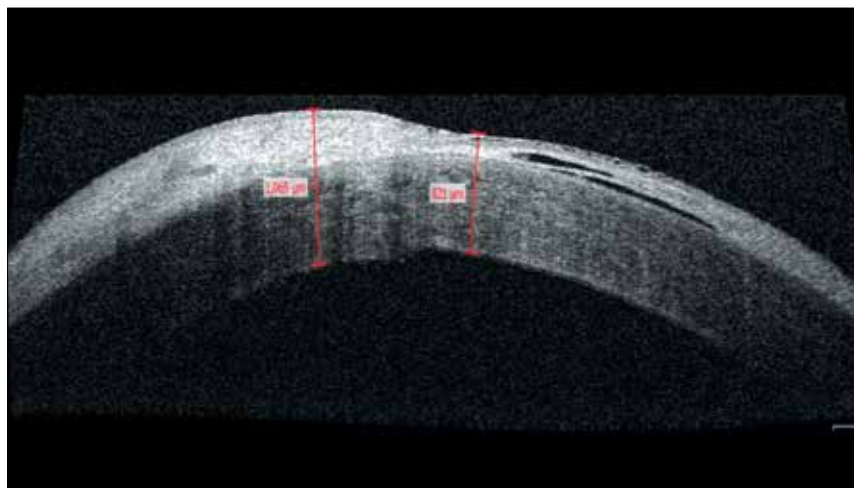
Оптическая когерентная томография роговицы через 1 мес. после кросслинкинга коллагена левого глаза. Уменьшение среднего показателя пахиметрии до 943 мкм
